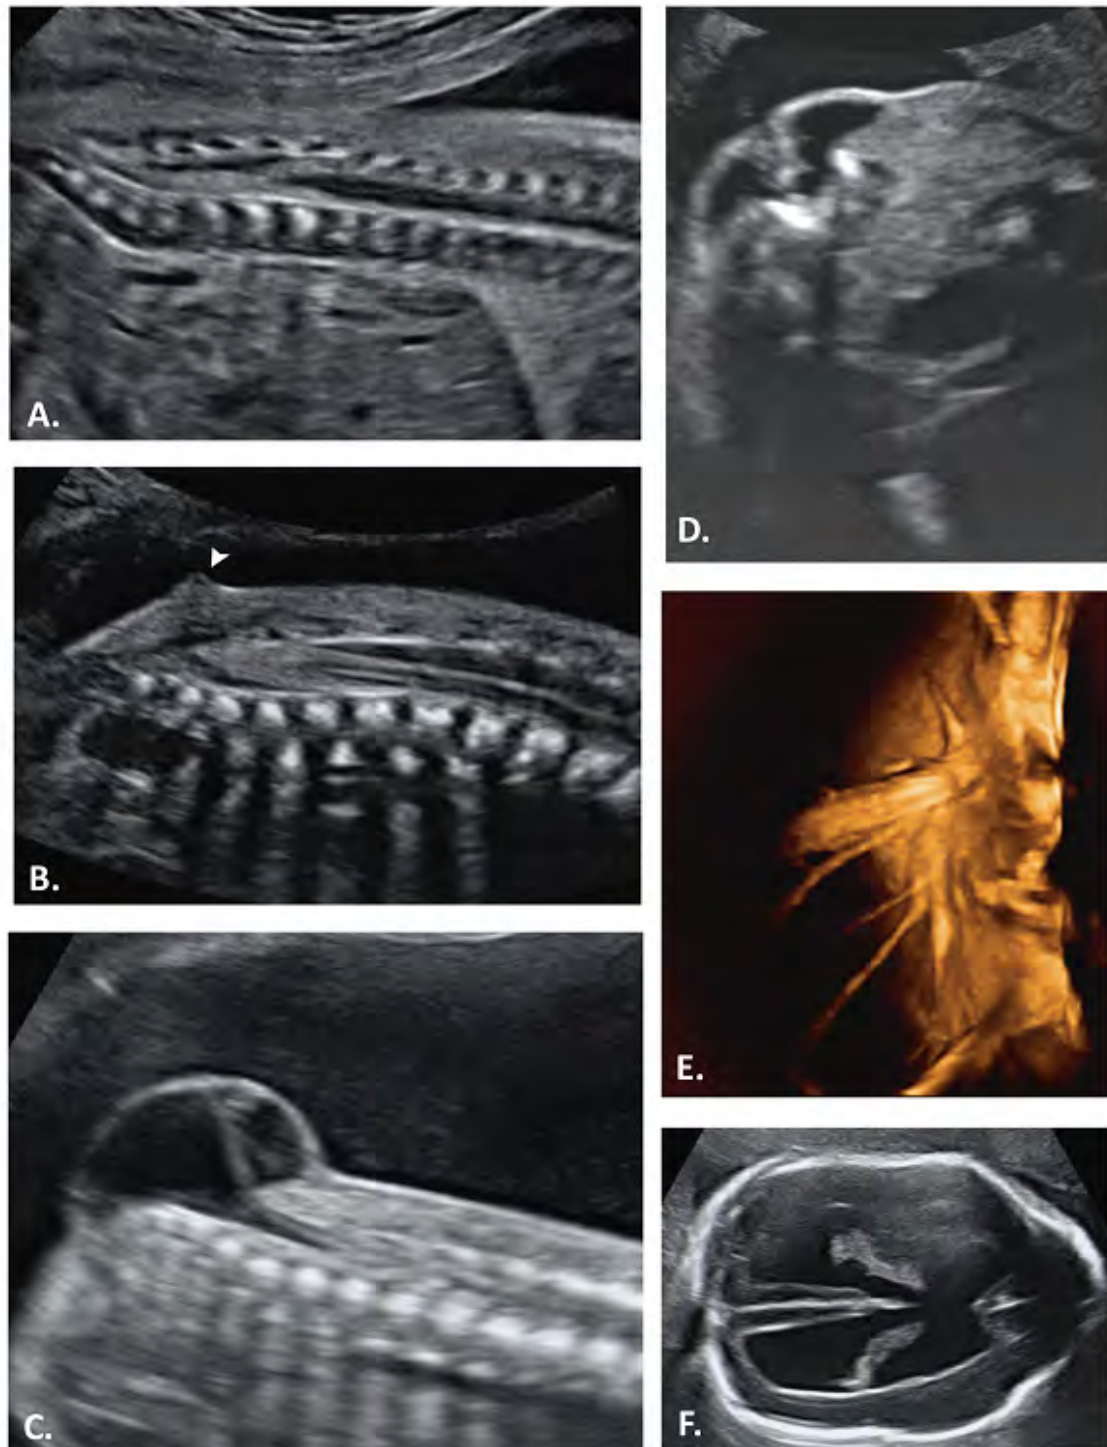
Images échographiques du 2^e trimestre.
